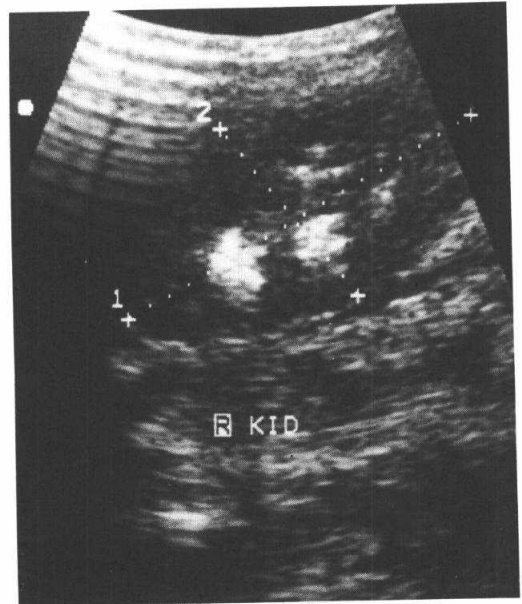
Case 1. Abdominal ultrasonogram; calculi in Rt. upper pole collecting system.
